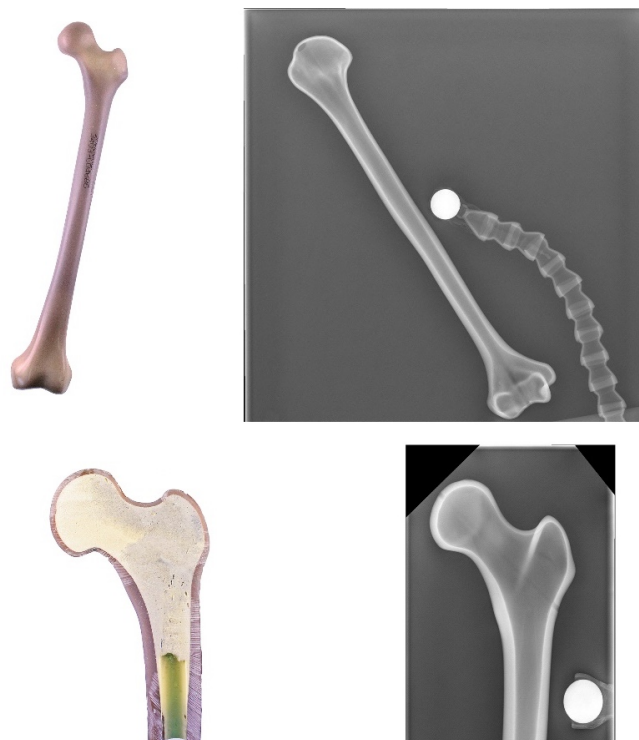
Synthetisches Femur nativ (links) und röntgenologisch (rechts)
